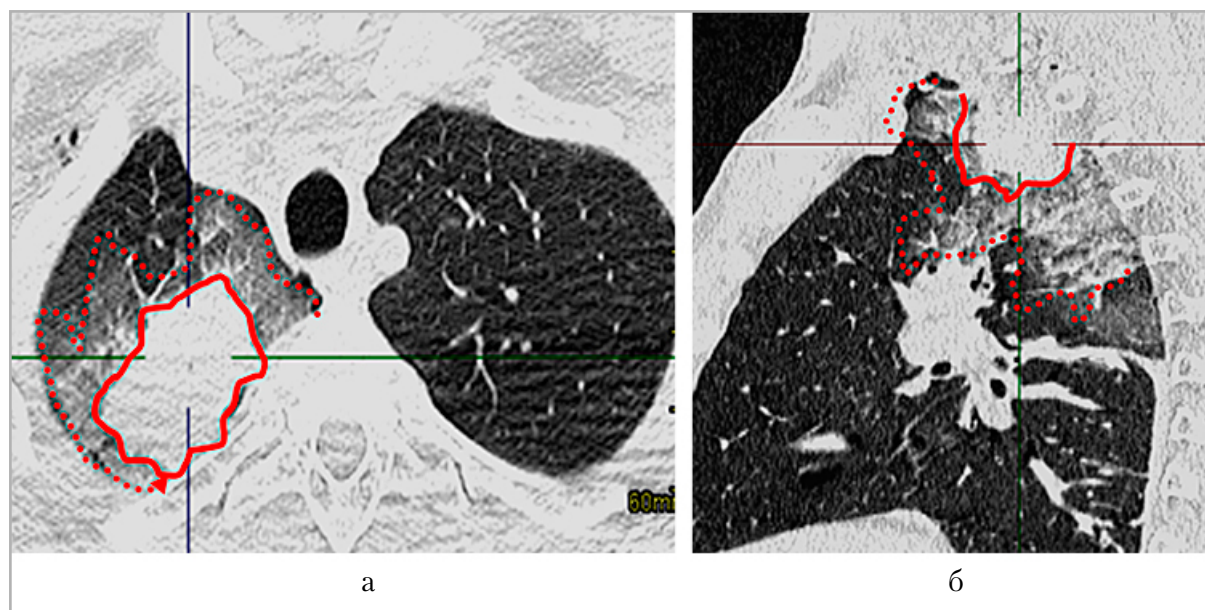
КТ-исследование органов грудной полости. КТ-признаки осколочного проникающего слепого ранения грудной клетки справа с ушибом верхней доли правого легкого (сплошной линией выделена зона ушиба мягкотканной плотности; пунктирной линией — зона ушиба по типу «матового стекла»): а — аксиальная проекция; б — сагиттальная проекция
